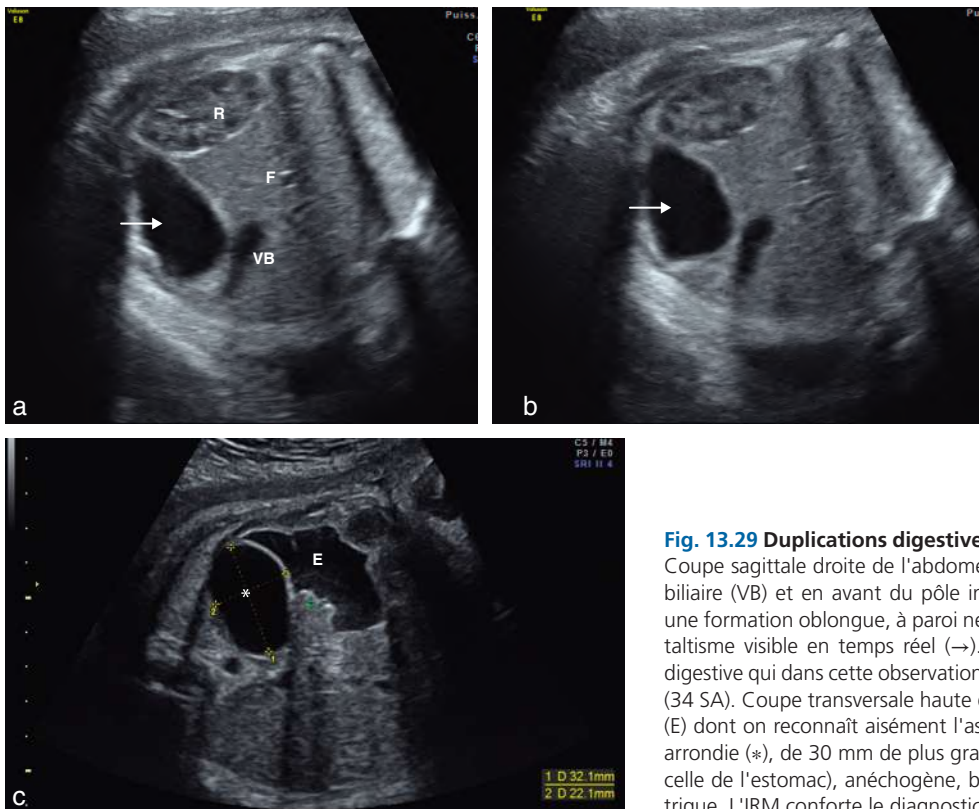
Duplications digestives. a et b. Duplication colique (36 SA). Coupe sagittale droite de l'abdomen foetal. Sous le foie (F) et la vésicule biliaire (VB) et en avant du pôle inférieur du rein droit (R), on retrouve une formation oblongue, à paroi nette, de forme variable, liée à un péristaltisme visible en temps réel (→). L'aspect est celui d'une duplication digestive qui dans cette observation était colique. c. Duplication gastrique (34 SA). Coupe transversale haute de l'abdomen. En arrière de l'estomac (E) dont on reconnaît aisément l'aspect, on met en évidence une masse arrondie (*), de 30 mm de plus grand axe, à paroi épaisse (comparable à celle de l'estomac), anéchogène, bombant vers la paroi postérieure gastrique. L'IRM conforte le diagnostic suspecté de duplication gastrique.
